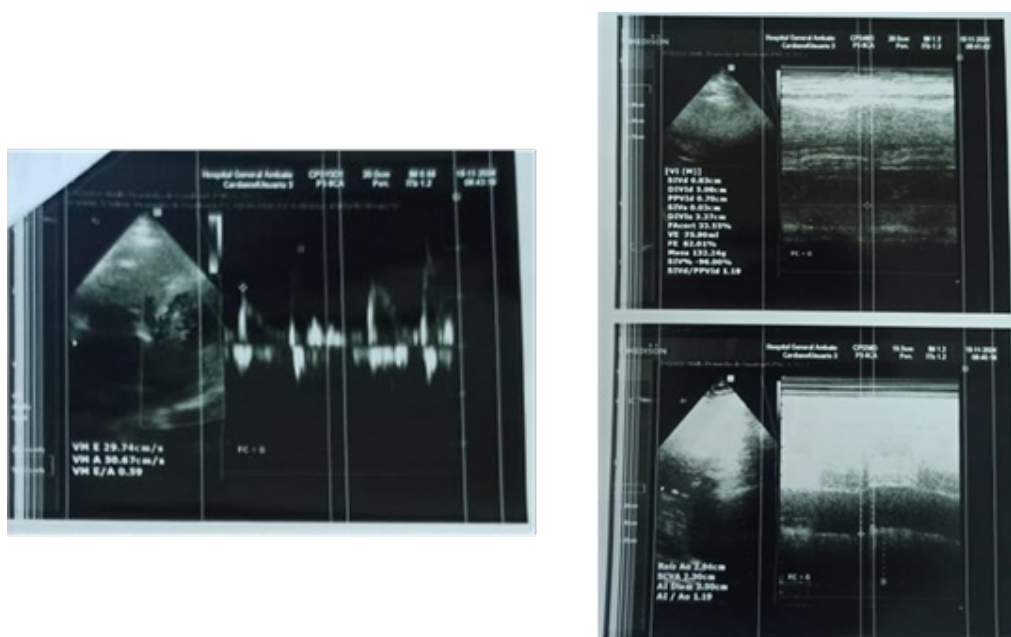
Ecocardiograma.
